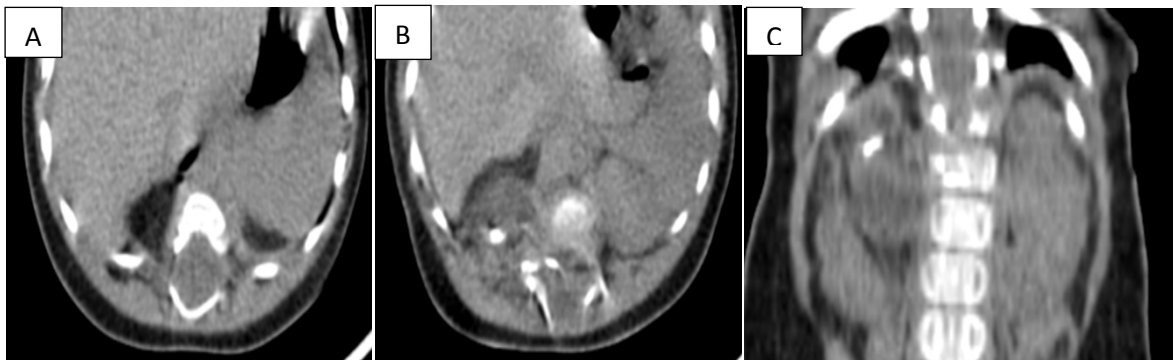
(A-B-C) : TDM en reconstruction axiale et coronale sans injection de PDC : Tumeur retro péritonéale hétérogène (composantes mixtes : graisse + calcifications + liquide et du tissu)
